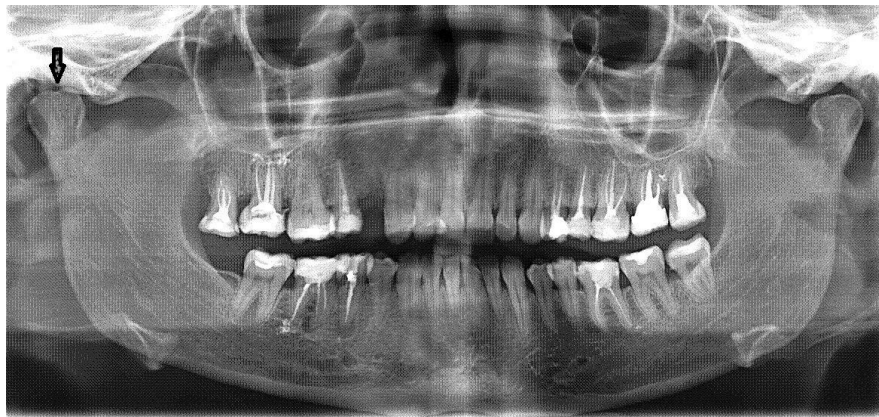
Ортопантомограмма пациента П-ой, 33 года, с ДСТ. Удвоение мыщелкового отростка нижней челюсти справа.
